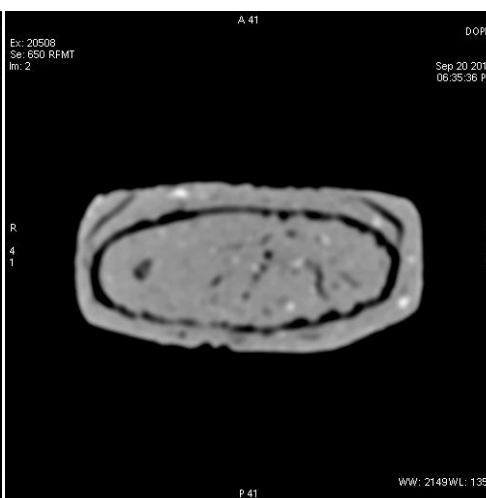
Hliněný dopis z boku; velikost objektu je na hranici vhodnosti pro výzkum pomocí lékařského CT přístroje.
